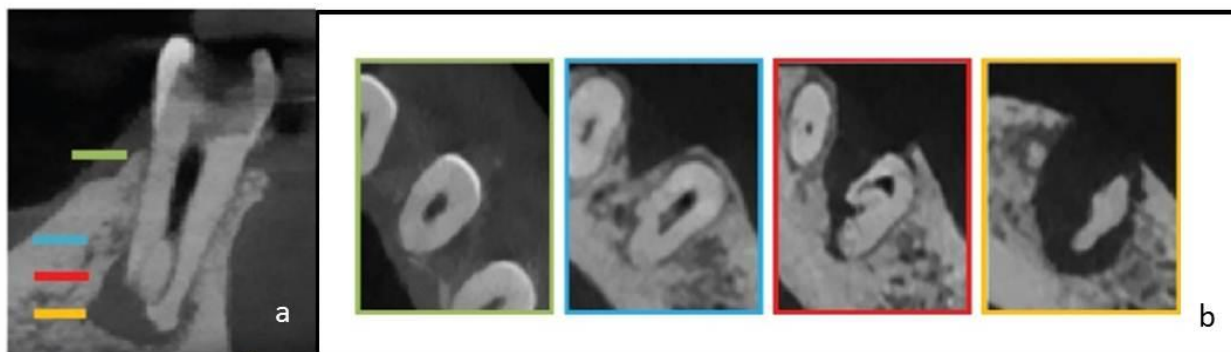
Imágenes de CBCT. a. Corte sagital donde se observa la bifurcación en tercio apical. b. Corte transversal donde se evidencia conducto en C en los distintos tercios radiculares.
